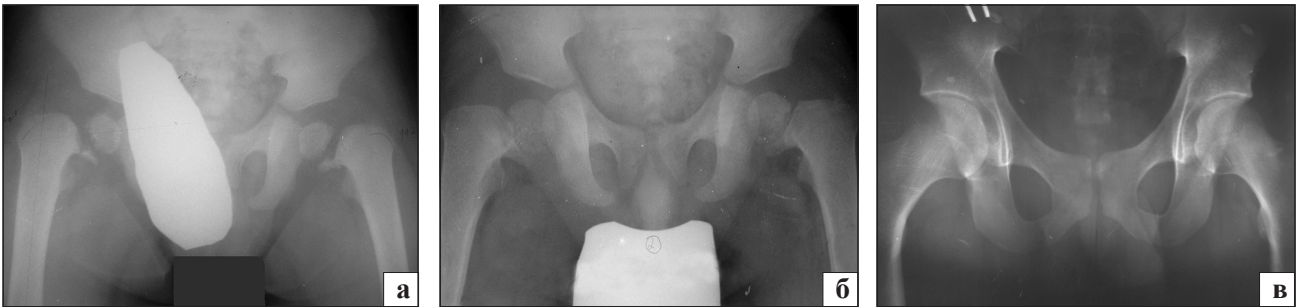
Рентгенограма кульшового суглоба хворого М., 2 роки: а) первинна, б) через 3 міс. після початку консервативного лікування, в) через 17 років
